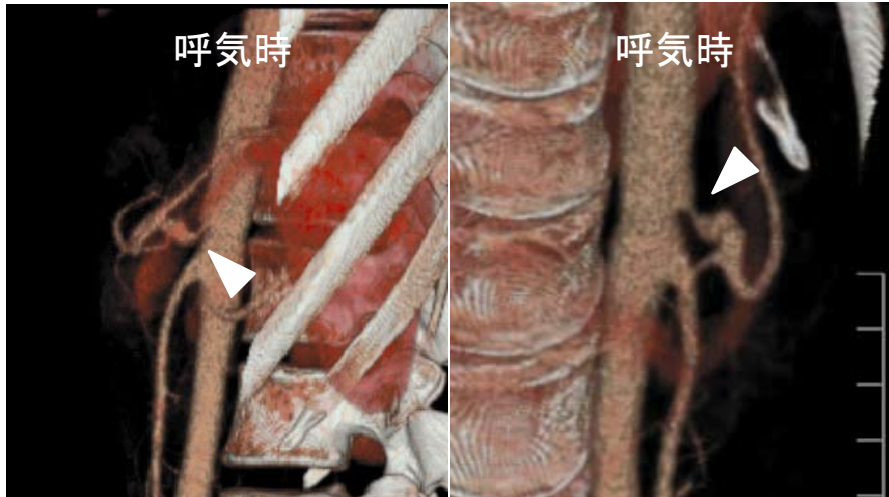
CT angiography 所見 (呼気時に撮影)
